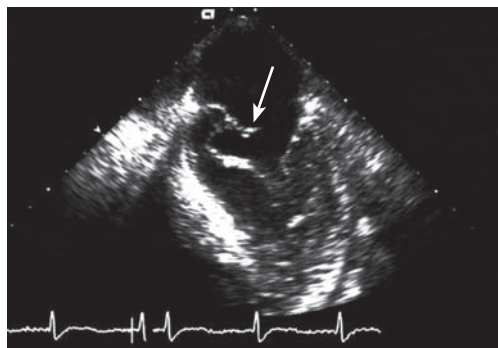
Эхокардиограмма больного Т., 18 лет. Определяется флотирующая хорда митрального клапана вследствие ее травматического разрыва.
